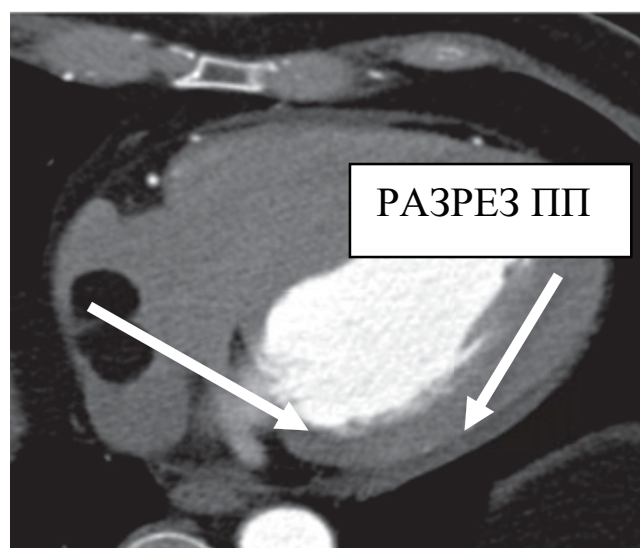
МСКТ. В правом предсердии лоцируются два новообразования
